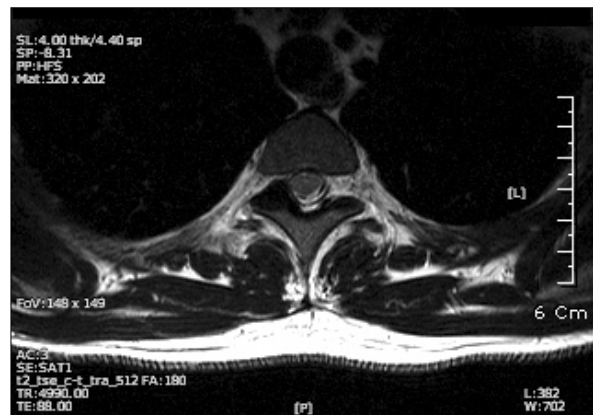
Axial T2-weighted image shows nerve root compression at right T2 nerve roots by ossification of the yellow ligament at right T2-3 level.
